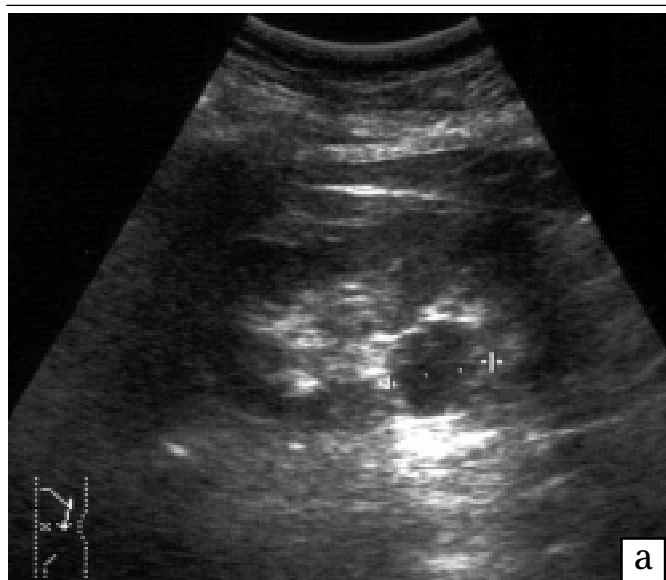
Хвора Я., 67 р. Солітарна проста кіста у воротах лівої нирки: а — УЗТ: кіста симулює розширення миски нирки; б — ВВУ на 15-й хв: звичайна нирка, змін немає; в — МРТ III MMSE T1 33: низька ІС від вмісту кісти; г — МРТ III RARE T2 33: висока ІС від вмісту кісти; д — МРТ III МР урографія: висока ІС від вмісту кісти; е — МРТ III GFE: низька ІС від капсули кісти у синусі нирки
